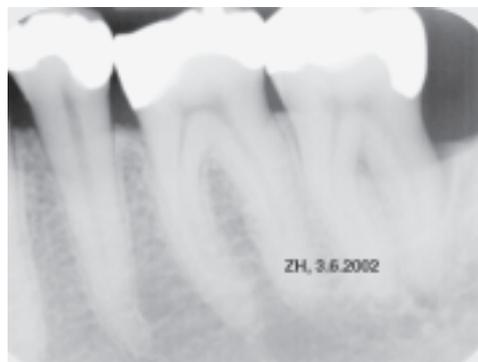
Röntgenologische Dokumentation distal 37 ca. 2 Jahre nach FMD/T; F 1.
